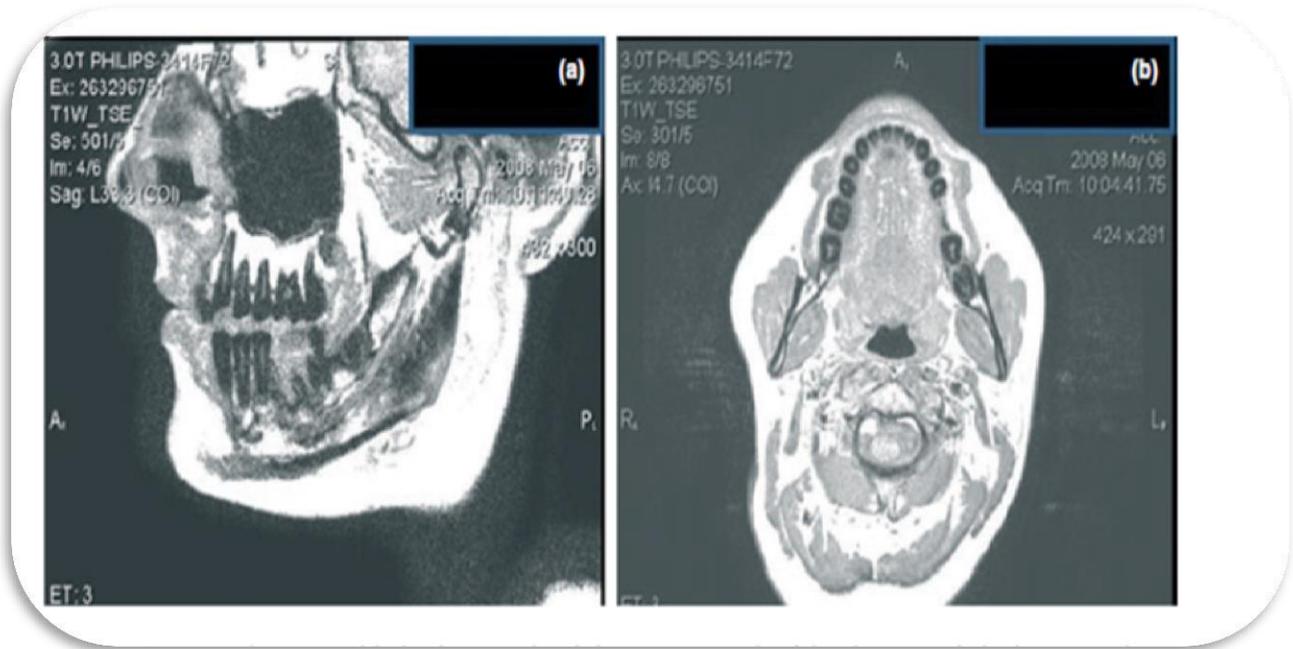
MRI <sup>(17)</sup>.
